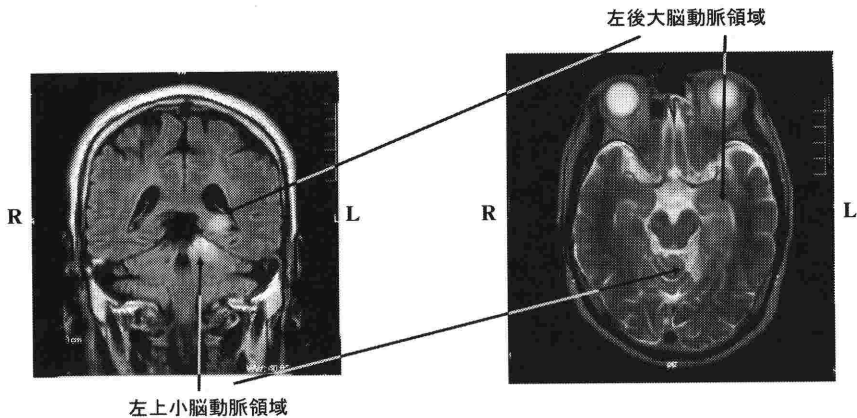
左：冠状断 頭部 MRI，右：水平断 頭部 MRI
